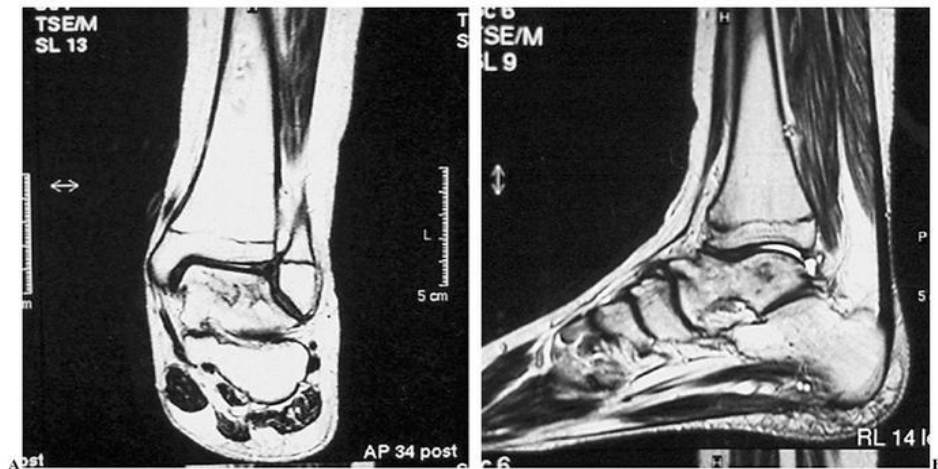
Resonancia magnética de osteomielitis
